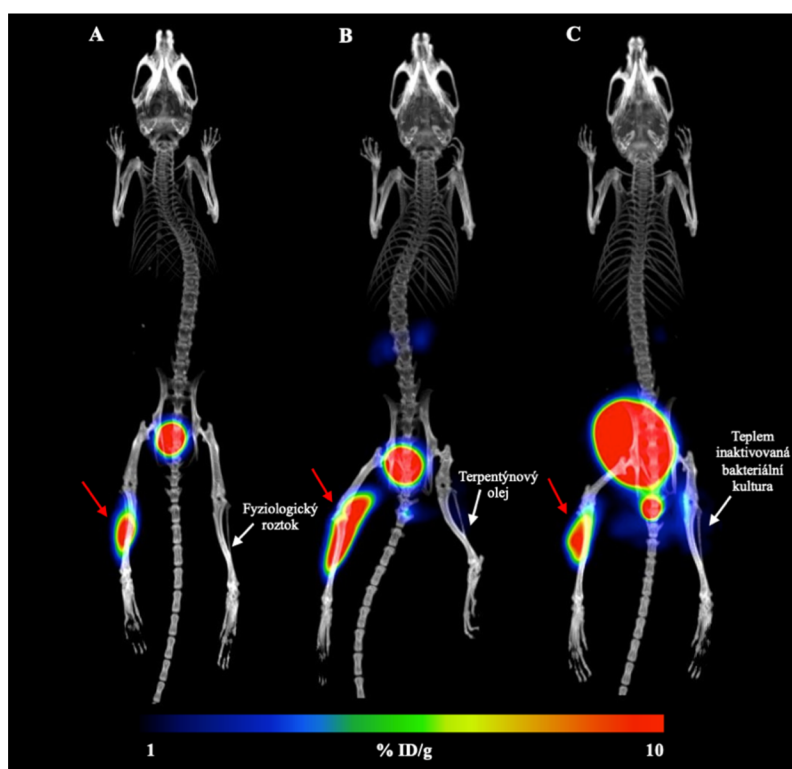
Dynamické PET/CT *in vivo* zobrazení biodistribuce [^{68}Ga]Ga-FR v myším modelu svalové infekce vyvolané kulturou kmene *K. pneumoniae* NCTC 13465 aplikované těsně před snímáním do levé zadní končetiny (červená šipka).
